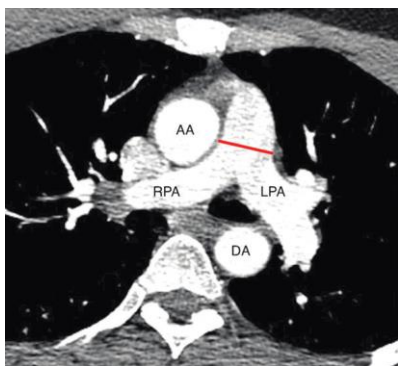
Tomografía axial computada donde se muestra la medición de la arteria pulmonar a nivel de la bifurcación.
